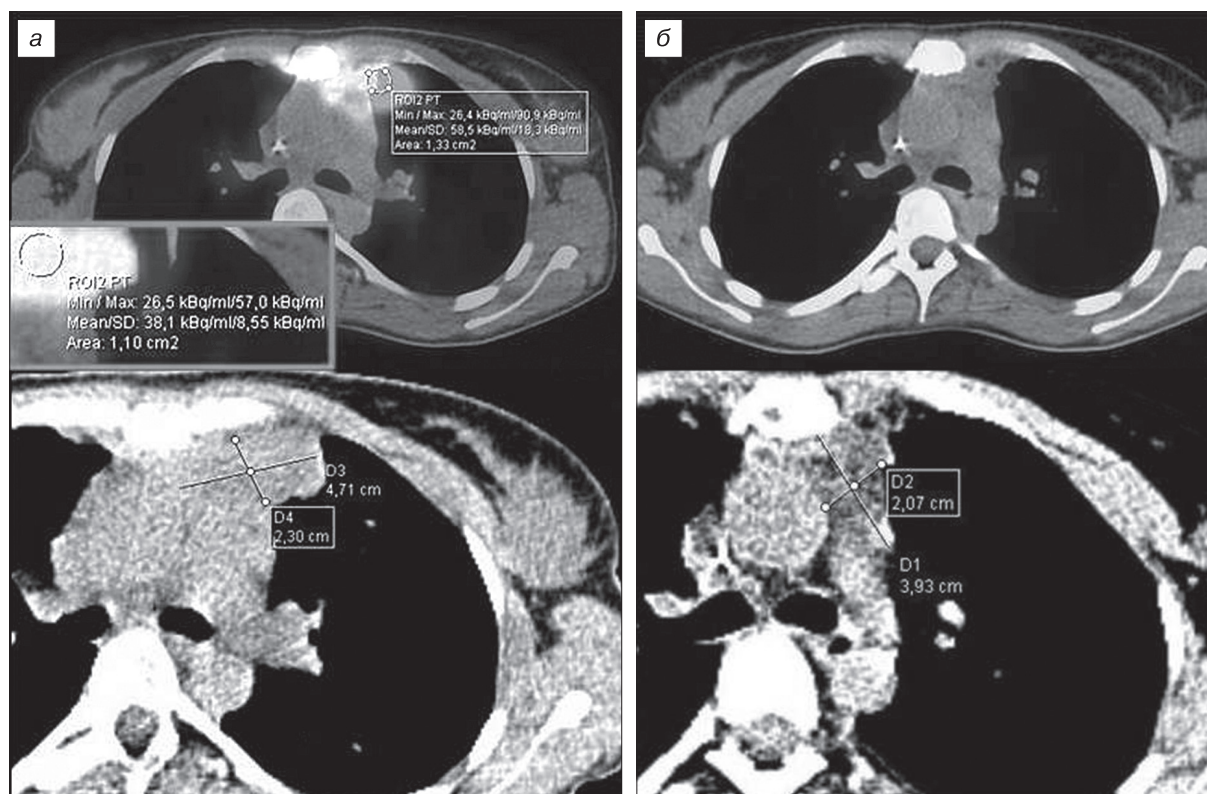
Лимфома Ходжкина до (а) и после (б) лечения (ПЭТ/КТ).
